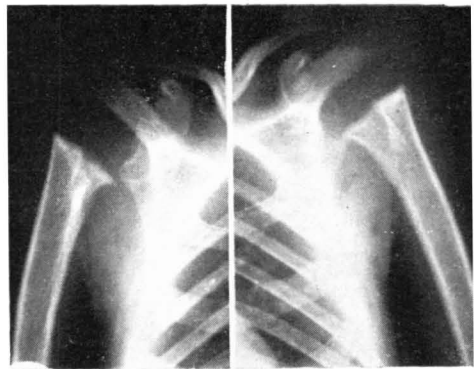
Radiografía del caso núm. 11, mostrando la grave afectación residual de ambos hombros, pese a lo cual el resultado funcional a los tres años y medio de la infección es bueno.
